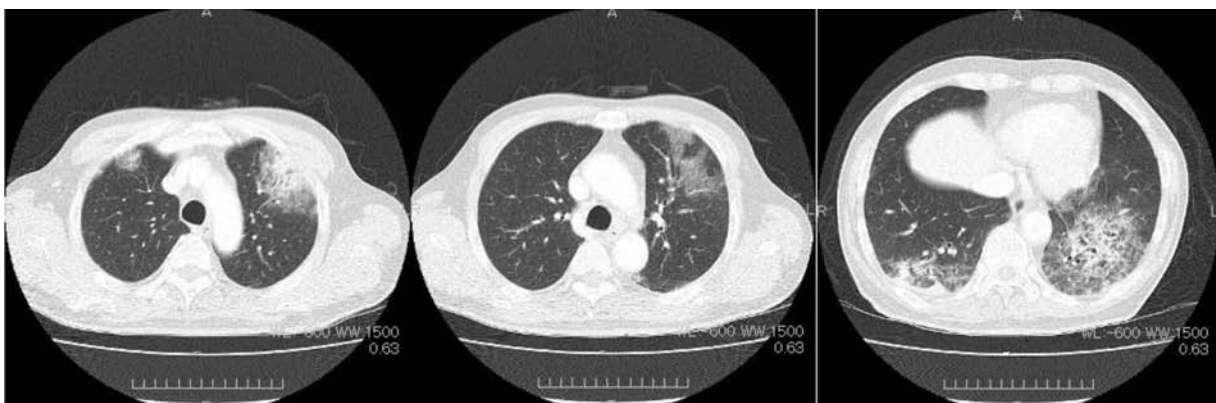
CT showed ground glass opacities and consolidations in bilateral lungs. No metastatic lesion was detected.
